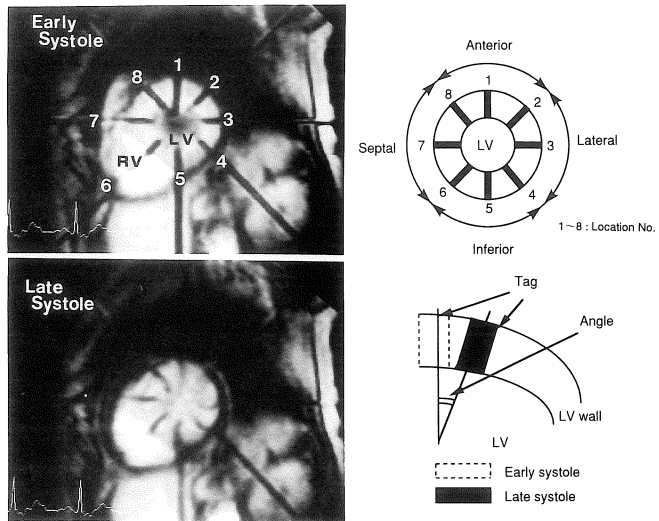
Short axis view of cine-MRI tagging method at the base of the heart in a normal subject.
